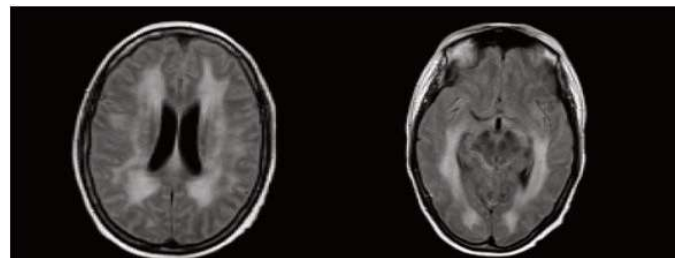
RMN: Extensas áreas de alteración de señal en la sustancia blanca supra tentorial bilateral con hiperintensidad en la secuencias potenciadas en T2/FLAIR, cambios en la sustancia blanca periventricular. Efecto masa con colapso parcial de surcos corticales.
